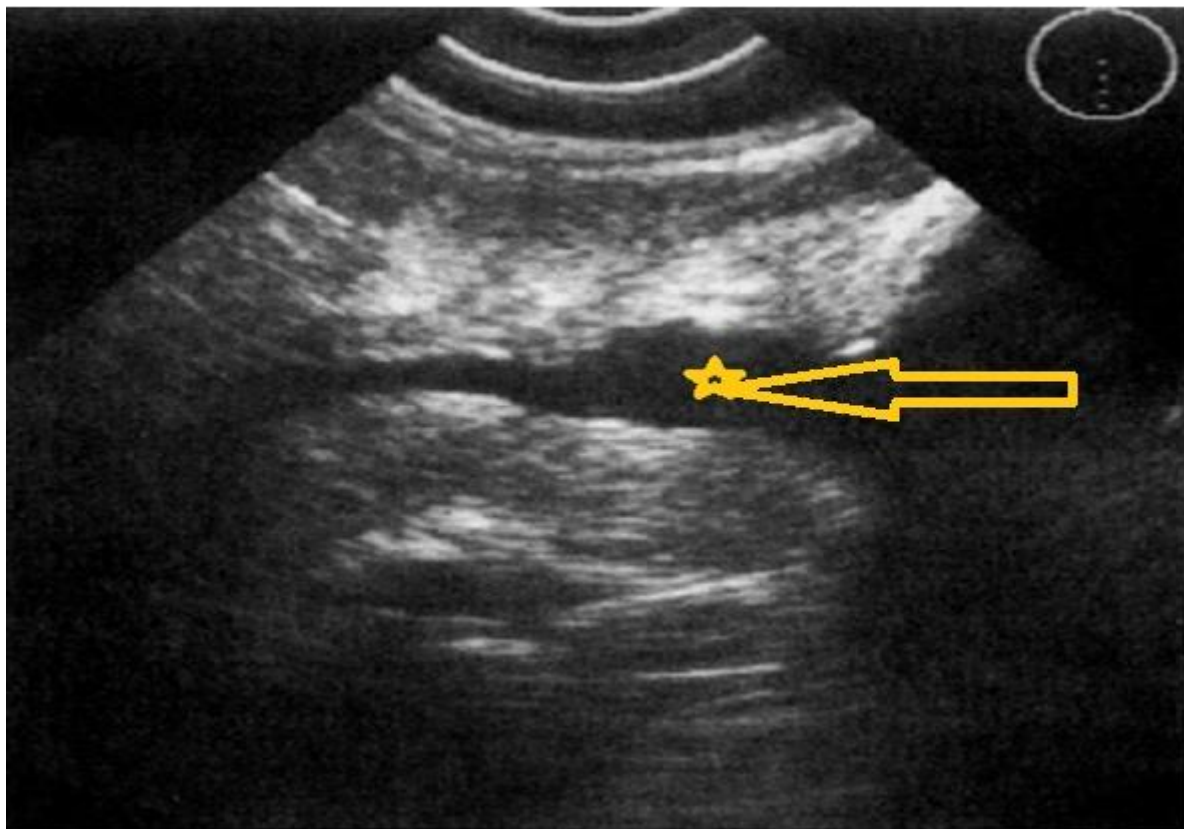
Echographie par voie transrectale (cliché Pr. Lardennois) : ouverture très franche du col vésical et de l'urètre prostatique (flèche) au cours de la miction enregistrée par voie rectale avec une sonde échographique 5 MHz de l'appareil
